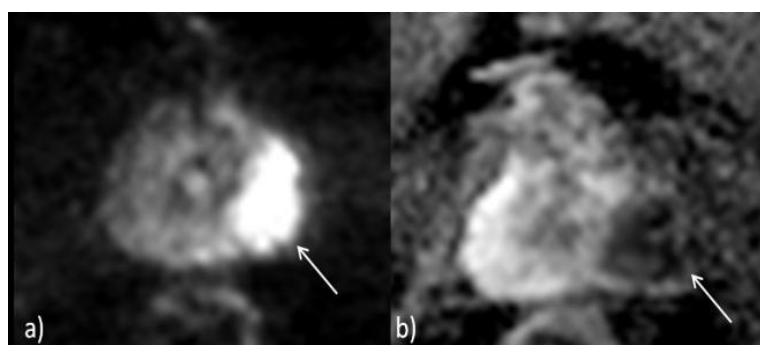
Imagem representativa de CaP na ZP. a) Área hiperintensa em DWI. b) Área hipointensa correspondente no mapa ADC.
